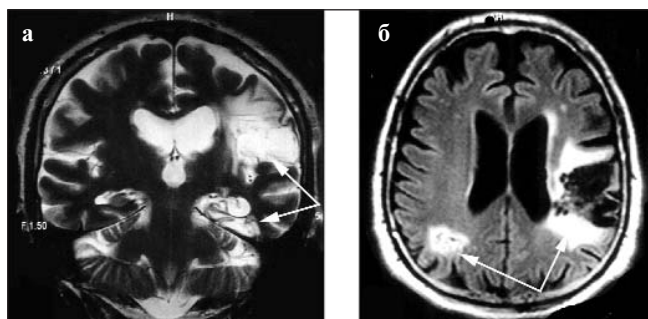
МРТ головного мозга. Мультиинфарктная деменция. а — T2-ВИ (коронарная проекция); б — T1-ВИ (аксиальная проекция). Постишемические кистозно-глиозные изменения левой височно-теменно-затылочной области, медиобазальных отделов левой височной доли, правой теменно-затылочной области (указаны стрелками)
